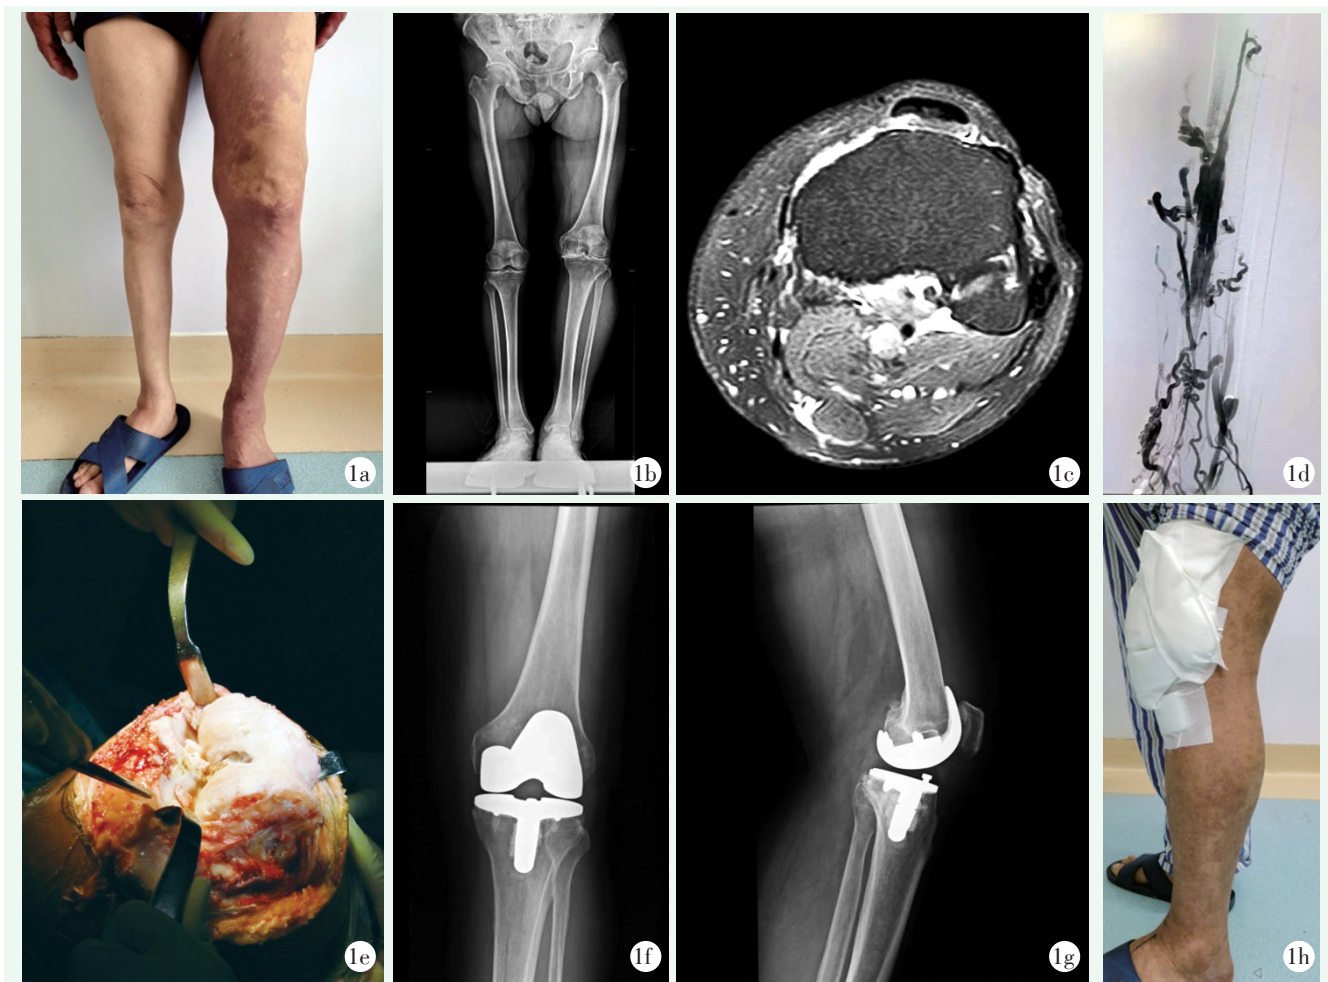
本例患者，男，67 岁 1a: 患肢外观呈典型 KTS 三联征：皮肤酒红色斑、静脉曲张、患肢肥大 1b: 下肢全长 DR 片示患肢股骨、胫腓骨较对侧稍长，患肢肥大 1c: MRI 示皮下表浅静脉曲张、粗大 1d: 下肢静脉造影示小腿段浅静脉迂曲 1e: 术中见关节周边大量骨赘（已清理）、前交叉韧带残缺、内外侧胫骨平台呈碟窝状骨缺损 1f, 1g: 术后正侧位 X 线片示假体位置良好，外翻角度约 6° 1h: 术后患者活动良好
